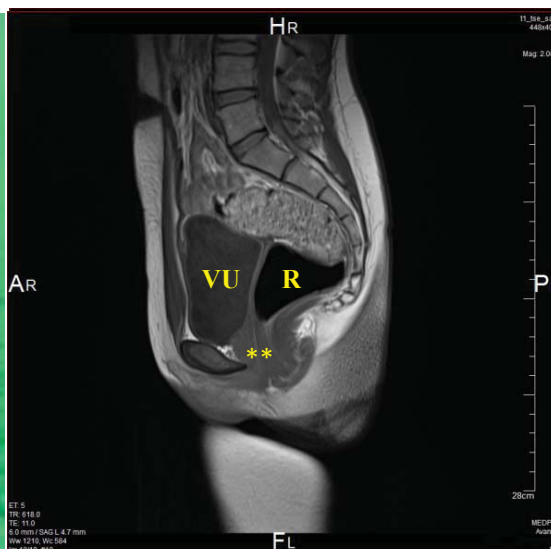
RMN: Anatomia radiologică clasică a sindromului MRKH (vezica urinară – VU, intestinul rect – R, agenezia vaginului – \*\*)
